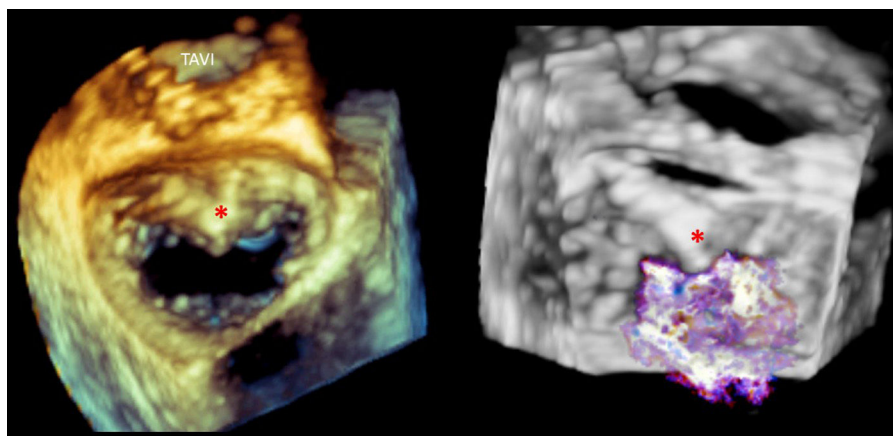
Ecocardiograma transesofágico tridimensional con visión de la válvula mitral desde la aurícula izquierda del paciente 5. El asterisco señala la existencia de zona de calcificación a lo largo de la cortina mitroaórtica hasta la porción central de la valva mitral anterior. La regurgitación se origina principalmente a uno y otro lado de la zona calcificada. TAVI: implante percutáneo de válvula aórtica. Esta figura se muestra a todo color solo en la versión electrónica del artículo.
